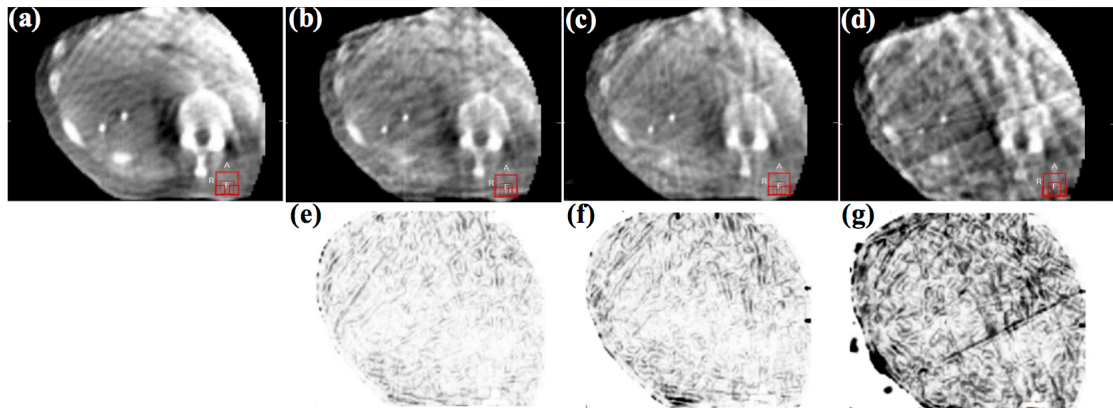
各 GRS により作成された肝腫瘍 SBRT を受けた患者の終末呼気位相の 4D-CBCT 画像と SSIM index マップを示す。終末呼気相は、50%位相に対応する。4D-CBCT 画像は、それぞれ下記の GRS, (a) 50°/min, (b) 67°/min, (c) 100°/min および (d) 200°/min により作成された。(e), (f) および (g) の SSIM index マップは、それぞれ下記の GRS, 67°/min (平均 SSIM は, 0.9311), 100°/min (平均 SSIM は, 0.9002) および 200°/min (平均 SSIM は, 0.7791) により得られた。
